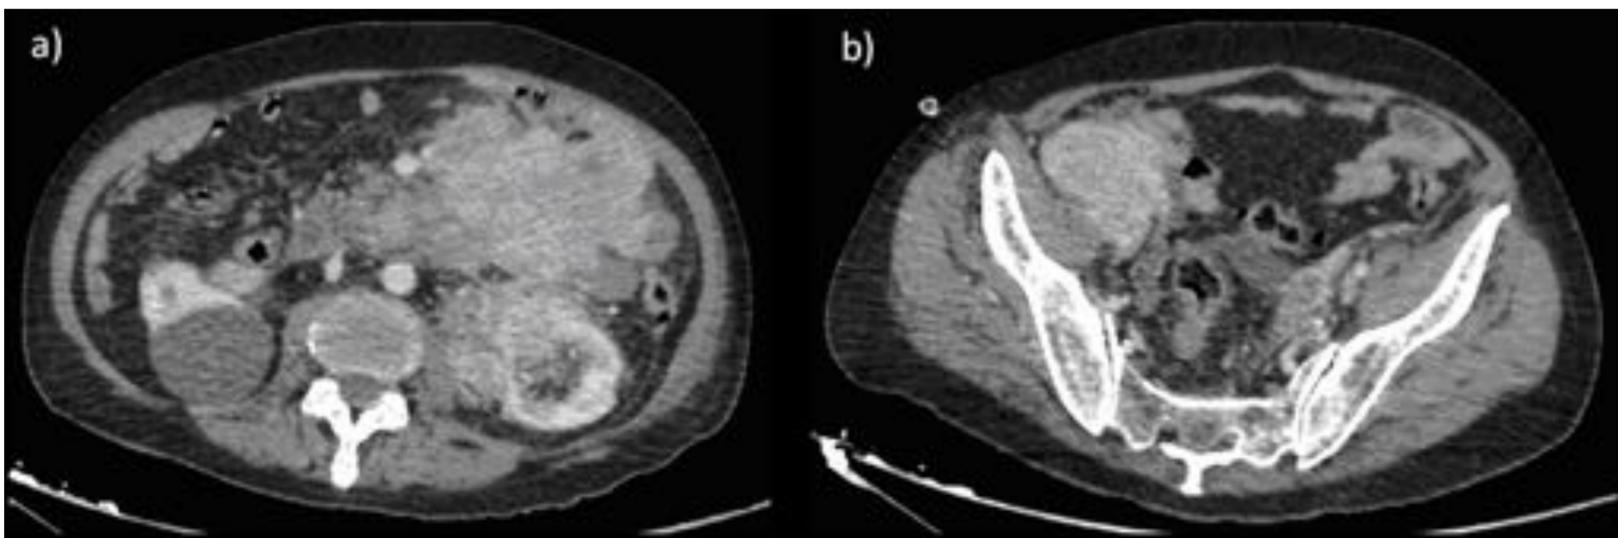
Plasmocitoma extramedular. Cortes axiales de TC abdomino-pélvico con contraste intravenoso en fase portal. a) Se observan múltiples masas tumorales que muestran realce y forman aglomerados mesentéricos en hipocondrio izquierdo, así como una masa retroperitoneal de aspecto infiltrativo en región perirrenal izquierda, que engloba el hilio renal. b) Masa que realza, de morfología redondeada en FID. Mínima cantidad de ascitis.
